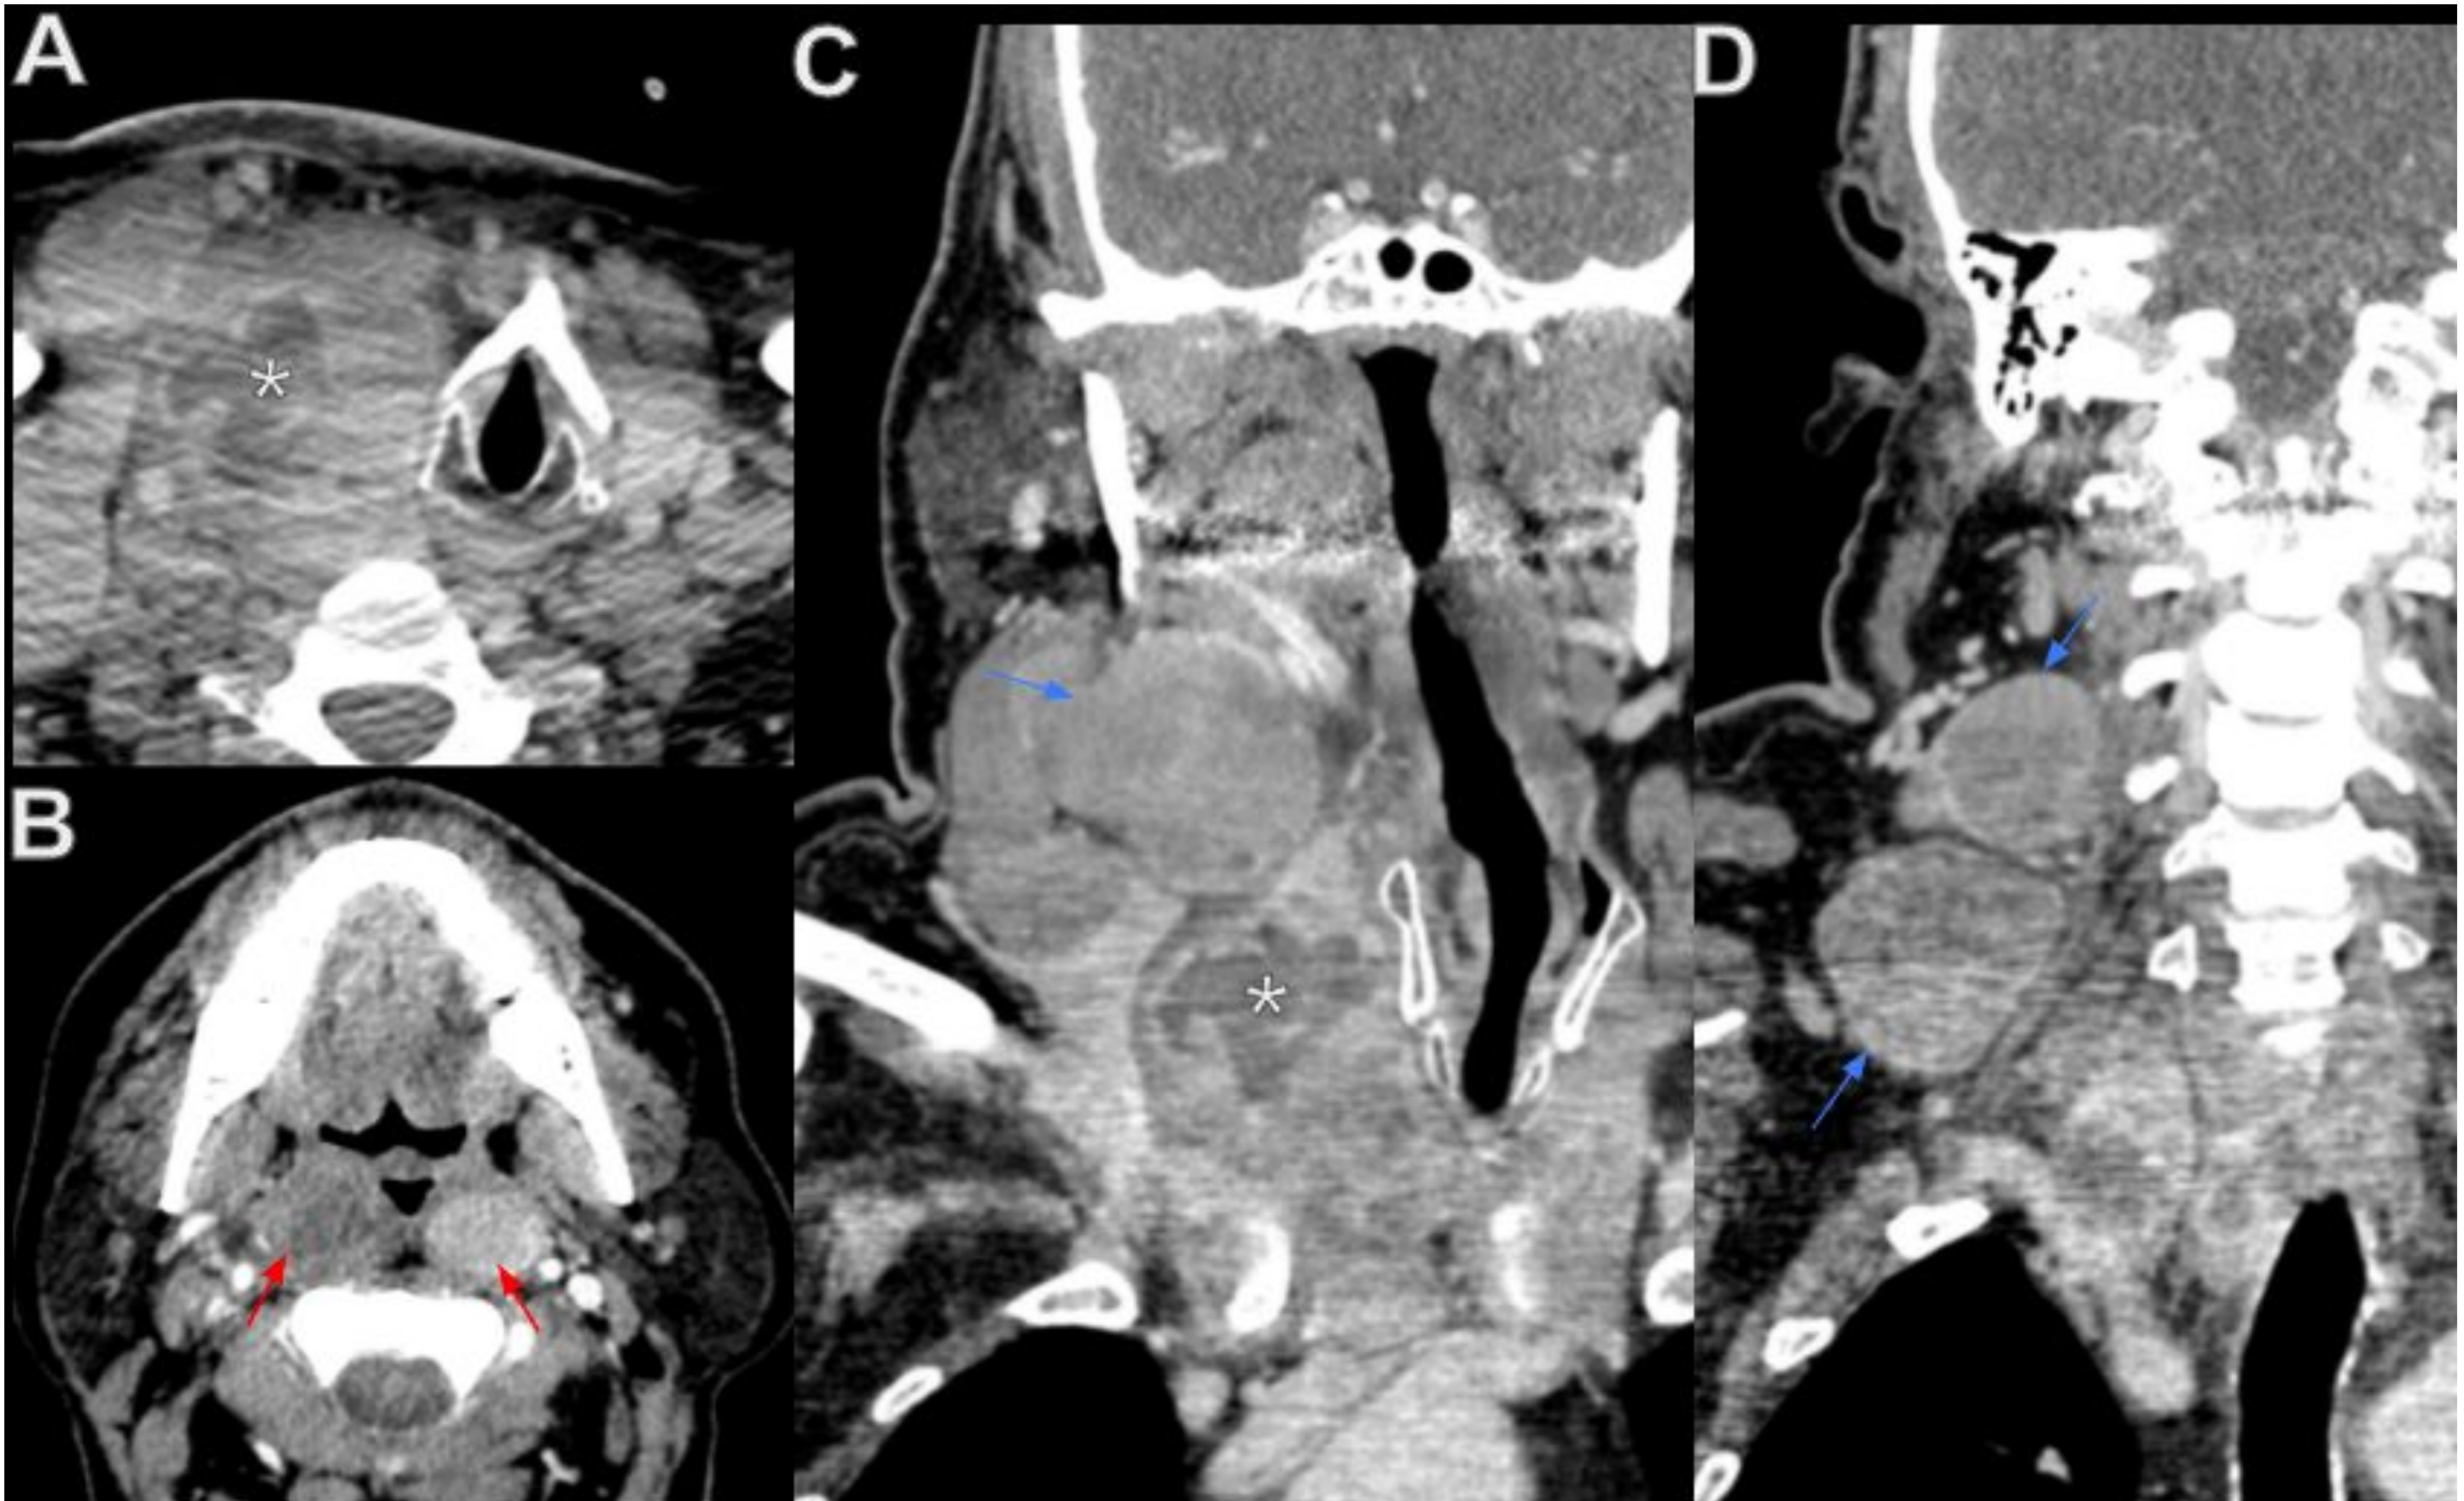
Carcinoma papilar de tiroides con afectación adenopática extensa y adenopatías retrofaríngeas (N1b). A: Masa tiroidea derecha necrótica (asterisco) con efecto de masa y desplazamiento contralateral de la laringe y la tráquea. B: Adenopatías retrofaríngeas (flechas rojas). C y D: Reconstrucciones coronales de TC de cuello donde se aprecia la neoplasia tiroidea derecha (asterisco) así como varias adenopatías cervicales ipsilaterales de gran tamaño (flechas azules). El paciente presenta afectación adenopática en los niveles II, III, IV, V, VI y VII (mediastínicas superiores), además de las adenopatías retrofaríngeas descritas (N1b).
